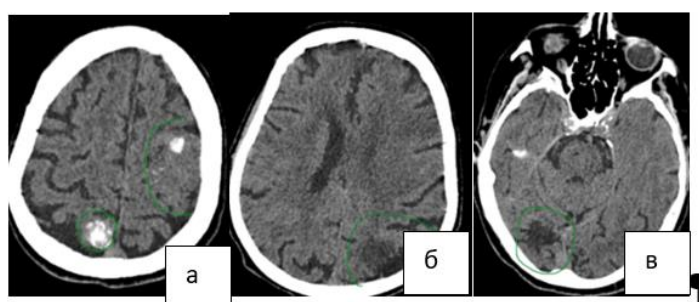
24.12.2018. КТ, нативное изображение, аксиальная проекция. На первом изображении (а) обведены границы опухолей, на последующих (б, в) – перитуморозный отек
